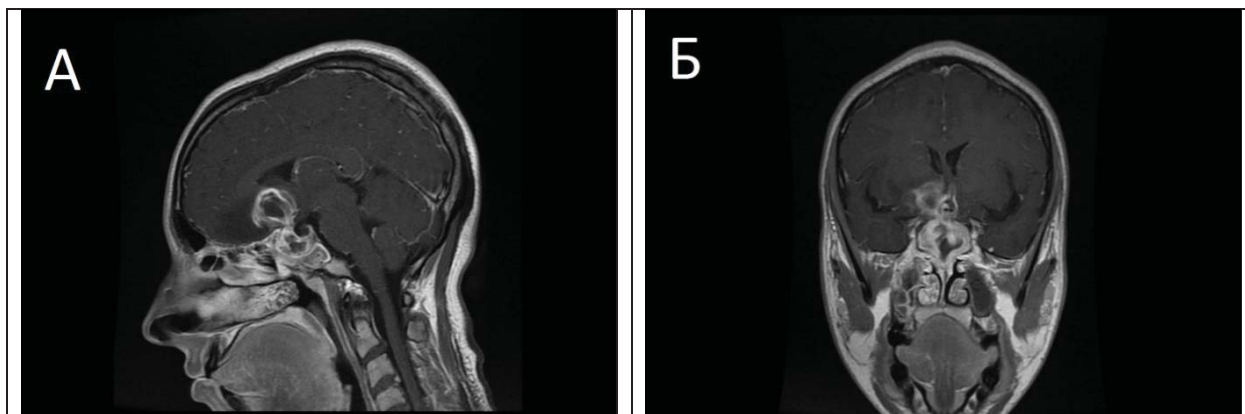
МРТ головного мозга с контрастным усилением через 27 дней после повторного поступления (отмечается уменьшение размеров абсцесса): А- Сагиттальная проекция; Б- Коронарная проекция
